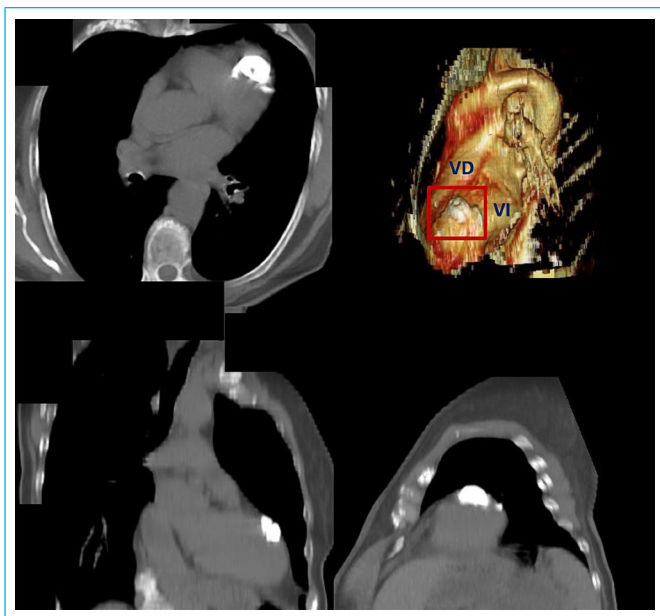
TC. Imagen axial. Se aprecia una masa groseramente calcificada en el ápex del ventrículo izquierdo.
